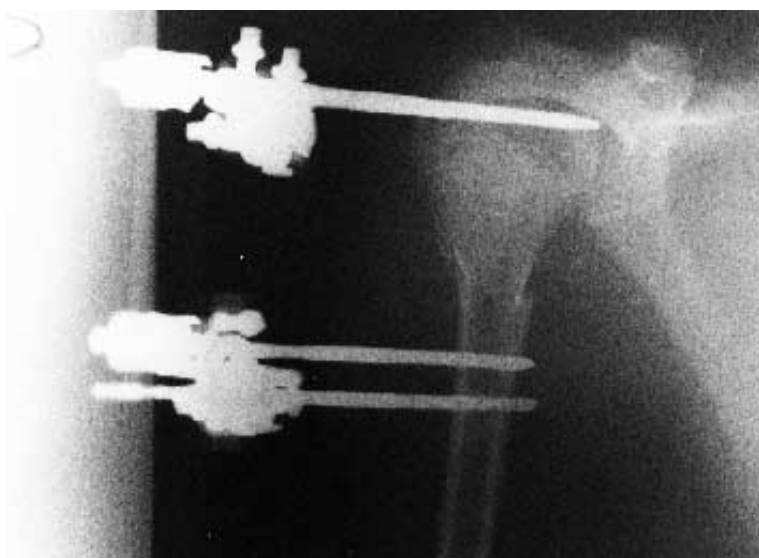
Radiografía de fractura subcapital de húmero. Control inmediato.
